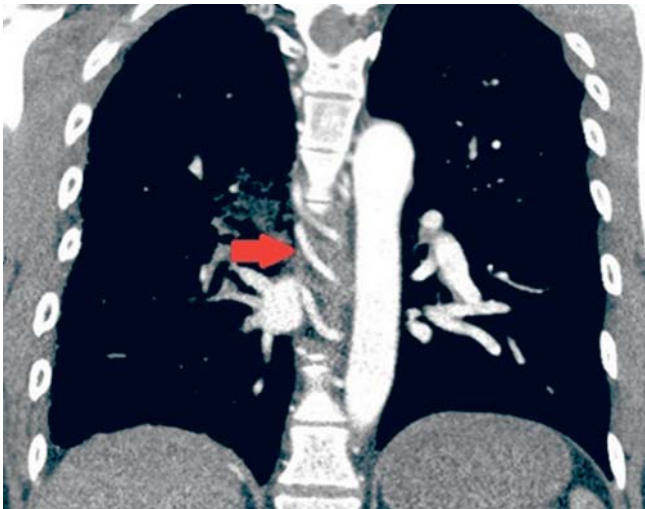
Patient 3/CT-Thorax: pathologische Bronchialarterien prävertebral verlaufend (roter Pfeil).
